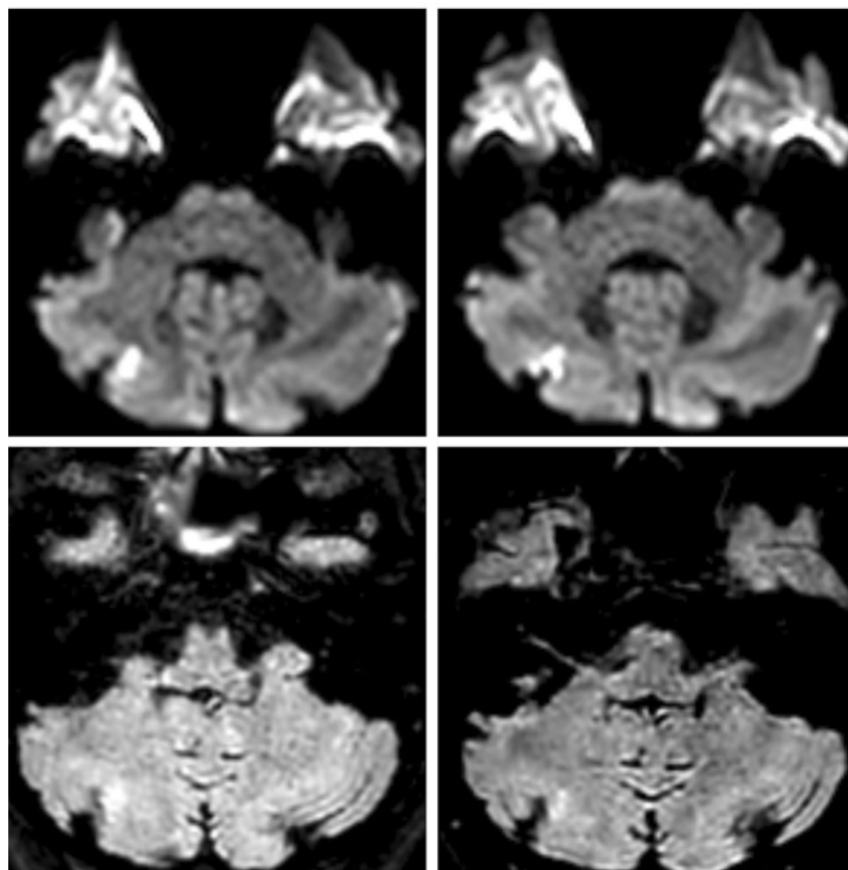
DWI (obere Reihe) eines Patienten mit großer zerebellärer Läsion rechts 6h nach der DSA. FLAIR-Aufnahmen (untere Reihe) 97 Tage später mit hyperintensem Signal (Schinz et al., 2023).
